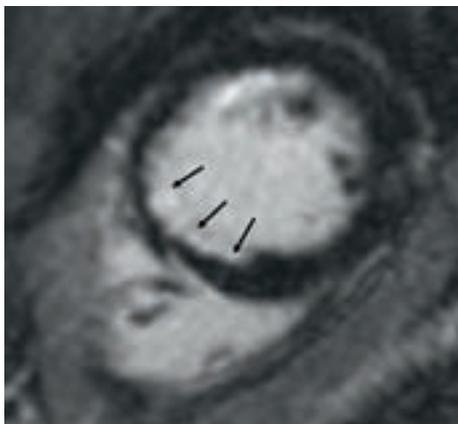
Herz-MRT mit „late-enhancement-Messungen“. – Typischer Befund nach einem nicht transmuralen Herzinfarkt im Herzseptum mit subendokardialer Kontrastmittelaufnahme im Kurzachsenschnitt (schwarze Pfeile). Das infarzierte Areal entspricht der „letzten Wiese“ der Myokardperfusion.
